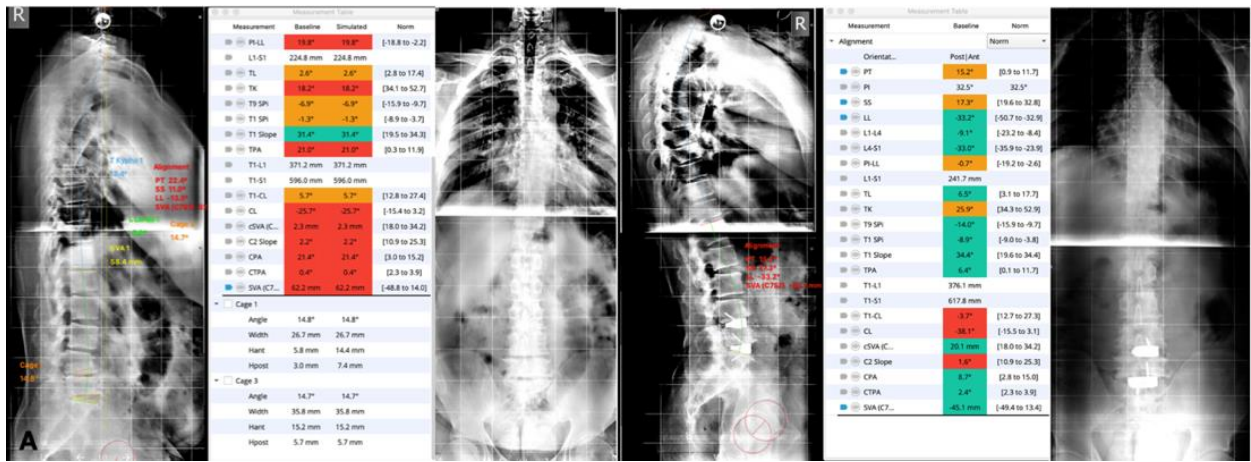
Мужчина, 57 лет, дегенеративный сколиоз взрослых, SRS-Schwab +, N тип фронтальной дуги, PI-LL=18, SVA=64,5 см, PT=23, поясничный стеноз L4-L5, L5-S1, болевой синдром в спине (NRS 8 баллов). Телерентгенография до и после операции с восстановленным сагиттальным балансом
